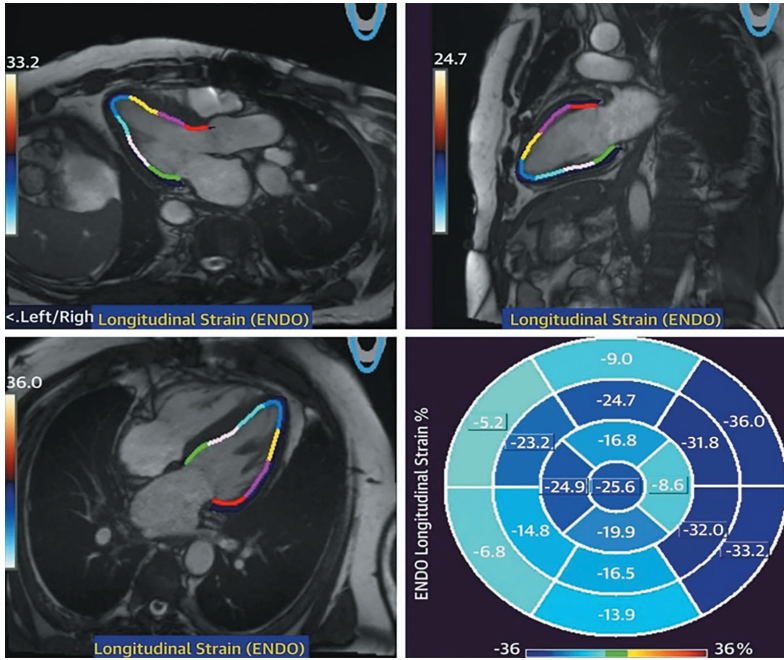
Оценка деформации миокарда с помощью МРТ сердца
